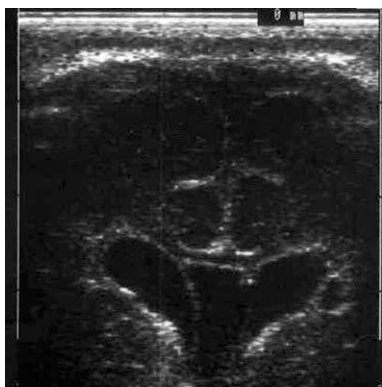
Sonographie einer subependymalen Zystenbildung bei einem Mädchen der 34. SSW kurz vor Entlassung im Alter von 3 Wochen. Bei der Sonographie am 3. Lebenstag war kein pathologischer Befund erhoben worden. Das Kind hatte insges. weniger neonatale Probleme bereitet als ihr gleich schwerer Zwillingsbruder. Bei ihr resultierte eine ausgeprägte Hemiparese rechts bei normaler Intelligenz und normaler Motorik links (mit freundlicher Erlaubnis von Dr. van Baalen, Kiel).
